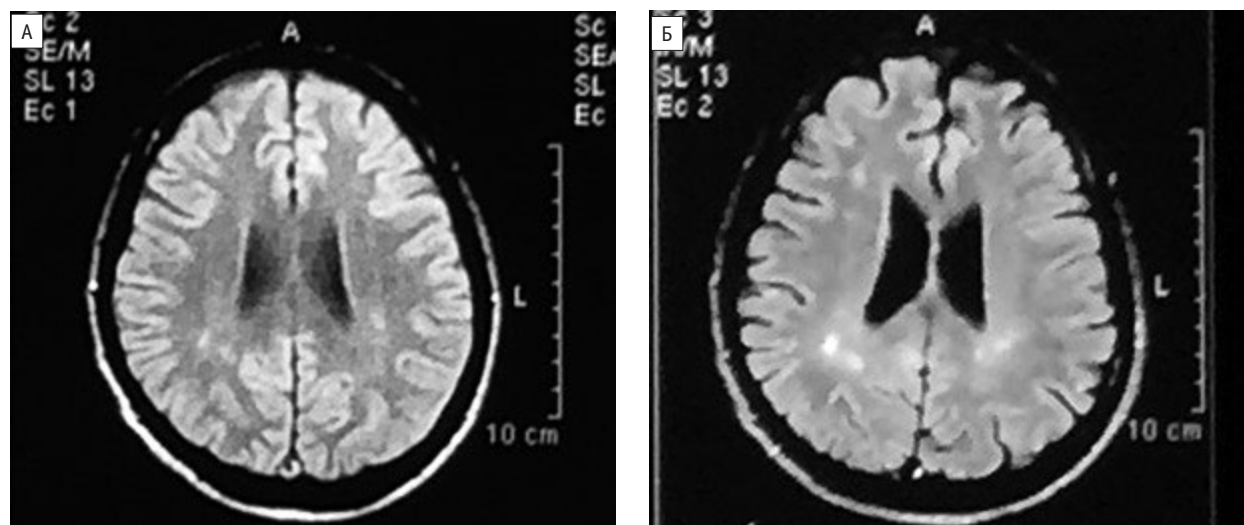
МРТ головного мозку хворого Н., 36 років
